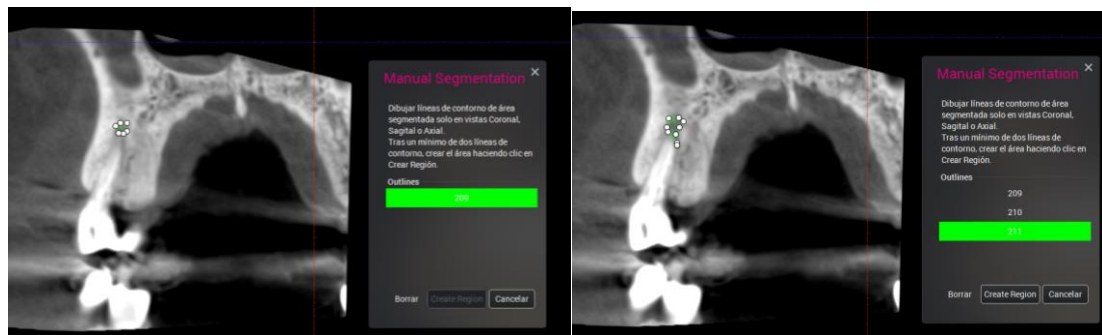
Primeros dos cortes coronales donde se observa el área periapical del diente 1.5. Aparecen marcadas en verde las mediciones realizadas sobre el área.
